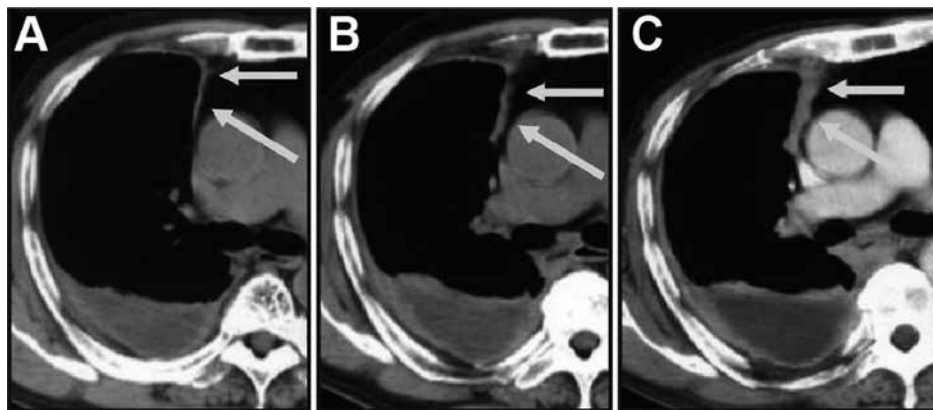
A representative axial CT scan depicting changes during follow-up in a male, 78 years old, with a 35-year history of asbestos exposure. (A) Unilateral mediastinal and posterior pleural thickening and pleural effusion. (B) Progressed irregular pleural thickening after two months. (C) Progressed irregular pleural thickening after 8 months.
